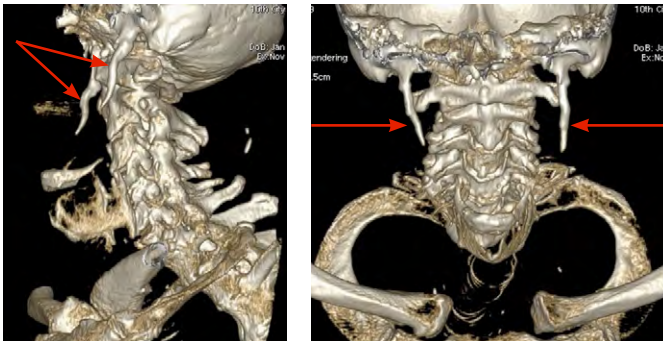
Двустороннее удлинение и искривление шиловидных отростков. Мужчина 66 лет, данные КТ
